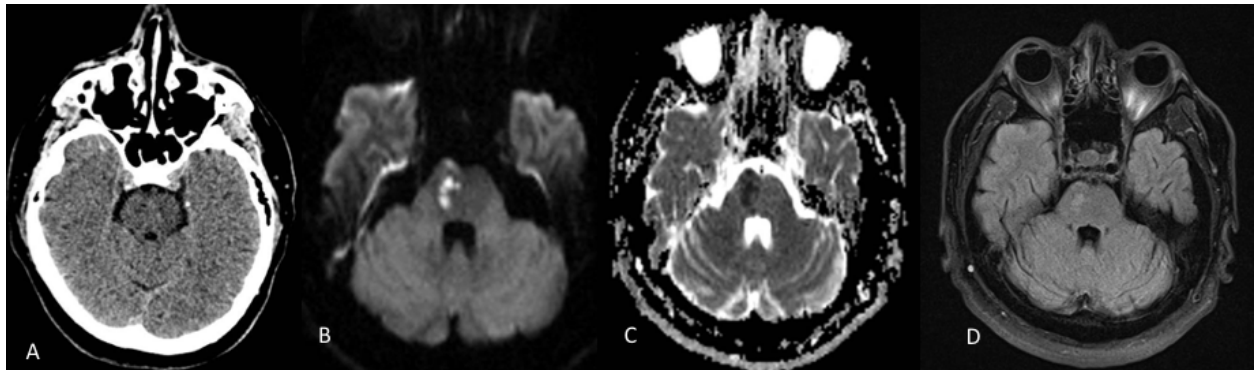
Masculino de 47 años, se presenta al Hospital San José con sospecha de EVC isquémico. (A) TC de encéfalo dentro de parámetros normales. Treinta minutos después se solicita RM de encéfalo (protocolo Stroke) identificando zona de restricción a la difusión (B: DWI y C: ADC) a nivel del puente derecho, hiperintenso en secuencia FLAIR (D), lo que corresponde a EVC isquémico de más de 6 horas de evolución. \*Secuencias de RM del nuevo Protocolo Stroke.
